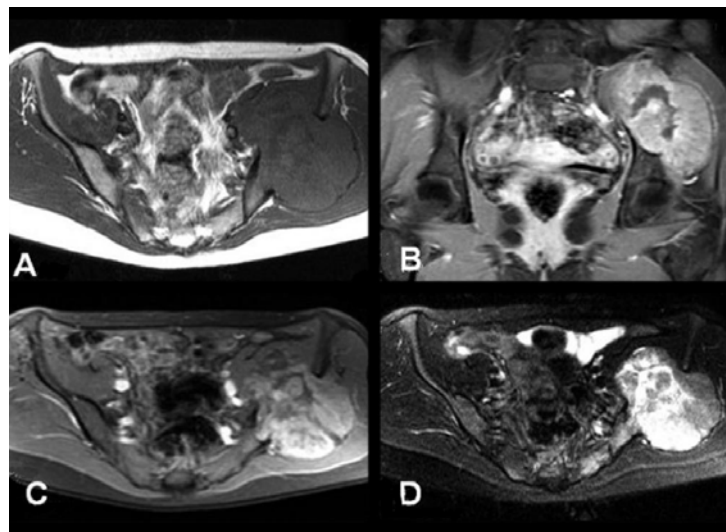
IRM en coupe axiale T1 (A), T1 après injection de produit de contraste coronale (B) et axiale (C), T2 FATSAT axiale (D) : Histiocytome fibreux bénin. Lésion arrondie de l'aile iliaque gauche, étendue aux parties molles antéromédiales et postérolatérales, elle est en isosignal par rapport au muscle en T1, en hypersignal en T2 FATSAT rehaussée de façon homogène après injection du produit de contraste [121].
